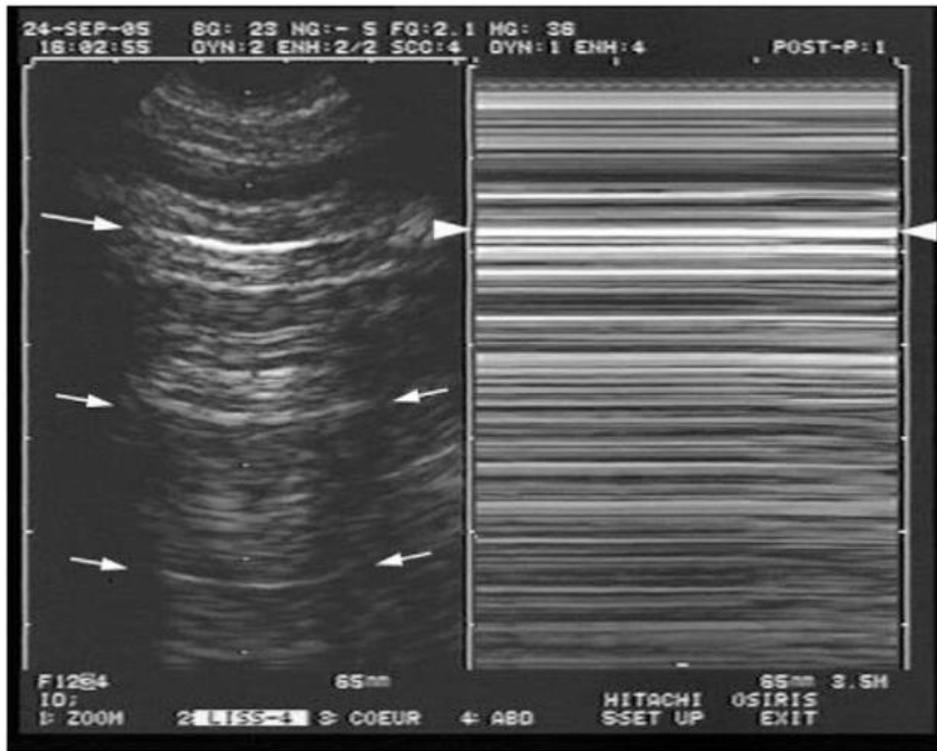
Profil sonographique d'un pneumothorax. Répétition de lignes A en 2D (à gauche) et en TM (à droite).
